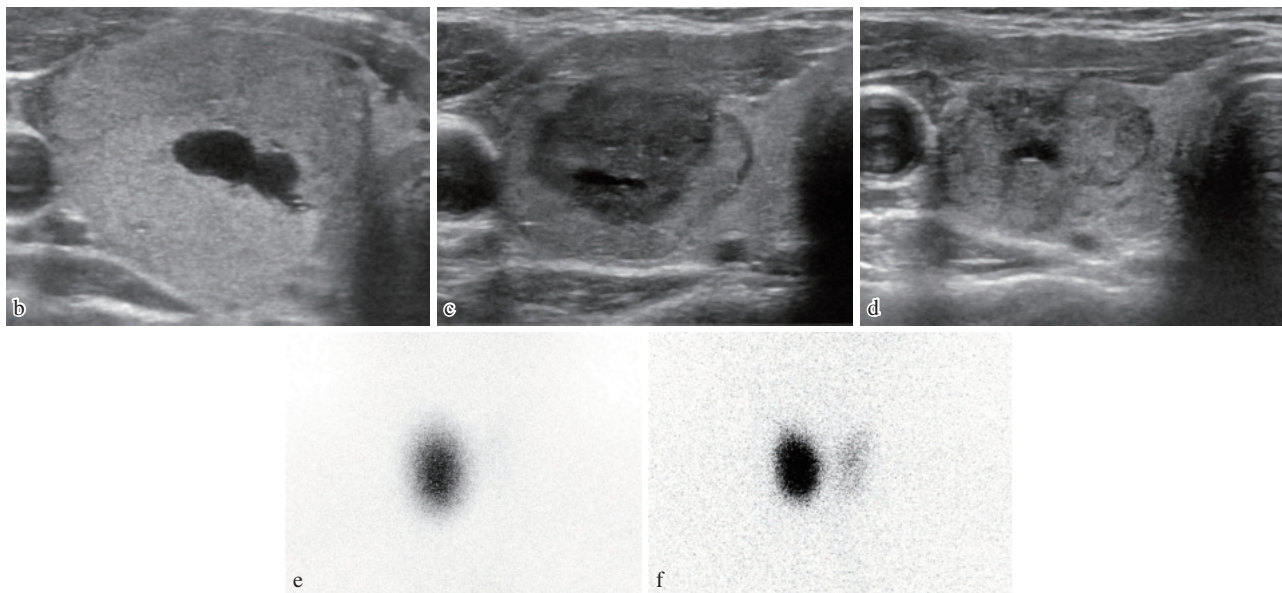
症例2. 甲状腺機能の改善および腫瘍の縮小がみられる. a: 治療経過に伴う甲状腺ホルモン値およびTSH値の変化. b: 治療前超音波画像. 腫瘍の最大径42mm. c: 治療3か月後の超音波画像. 腫瘍の最大径26mm. d: 治療1年後の超音波画像. 腫瘍の最大径25mm. e: 甲状腺右葉の結節に集積を認め、左葉は抑制されている. f: 甲状腺右葉の結節への集積は認めるが、甲状腺左葉にも集積するようになった.
